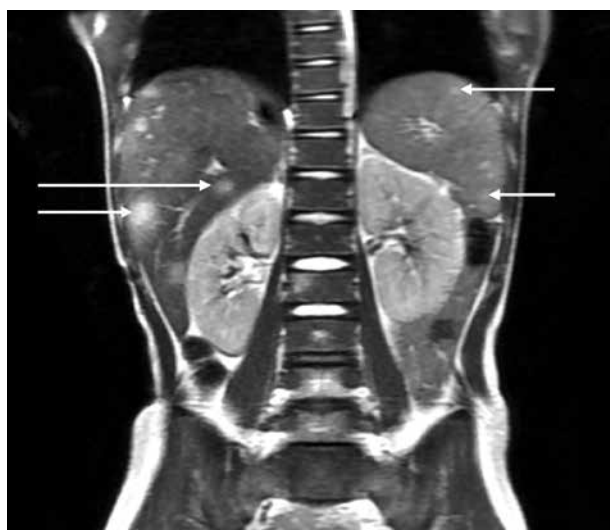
Múltiplos nódulos hepáticos e esplênicos com hipersinal visíveis na imagem de ressonância magnética.
